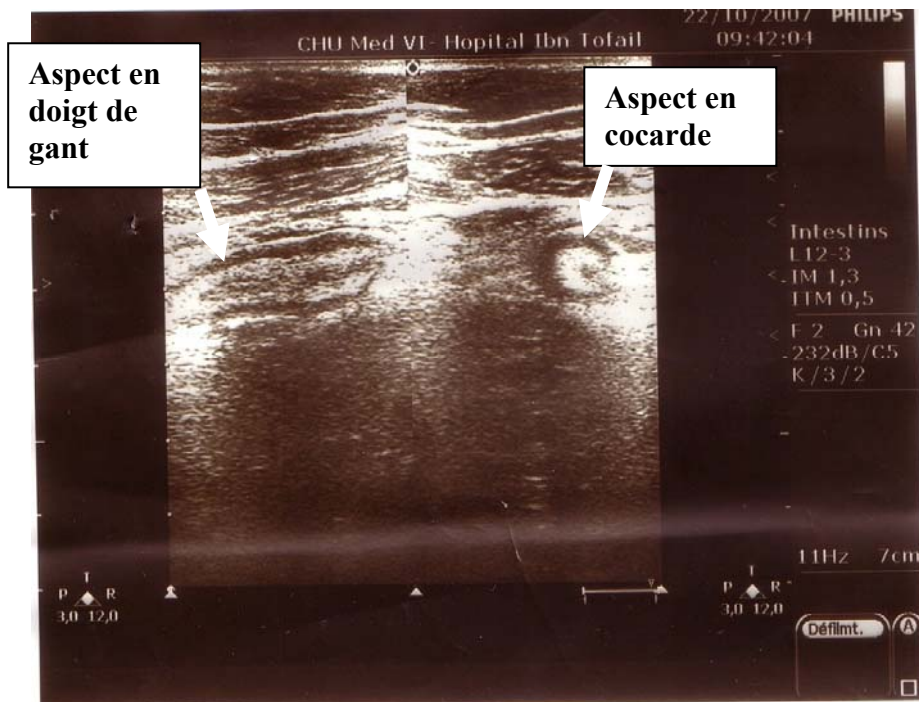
Image échographique montrant un aspect d'appendice tuméfié compatible avec une appendicite aiguë non compliquée
